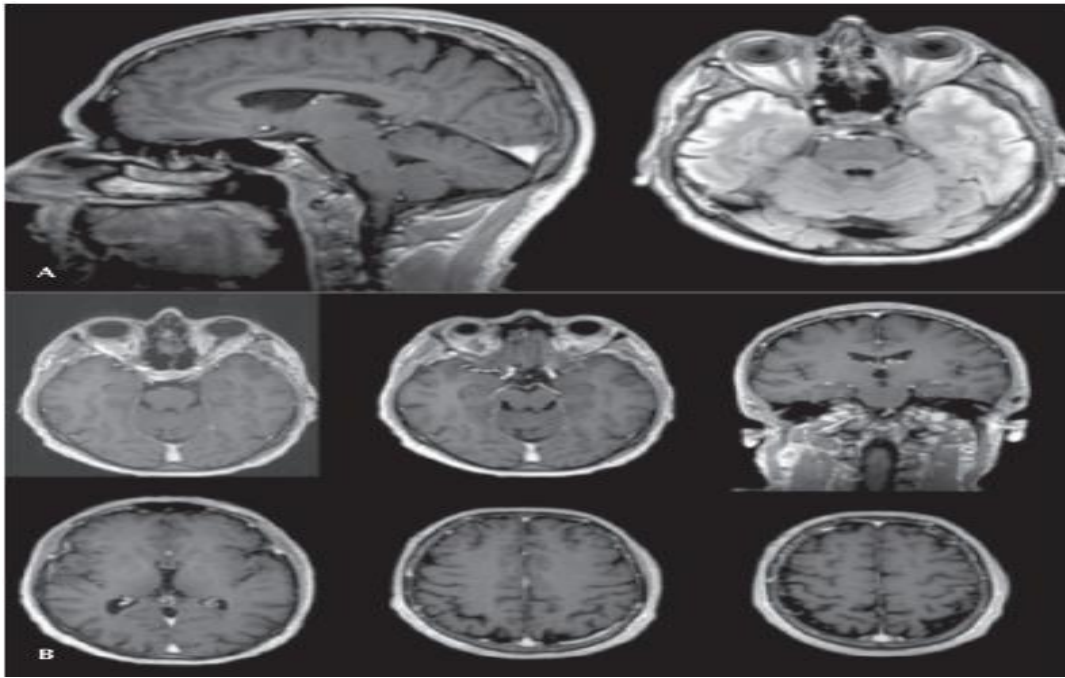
IRM encéphalique. A) Coupes sagittale T1 et axiale Flair : absence d'atrophie cérébelleuse et intégrité du corps calleux. B) Coupes axiale et coronale T1 : volume hippocampique normal et atrophie bilatérale modérée du sillon interpariétal (Poujois *et al.*, 2010)
